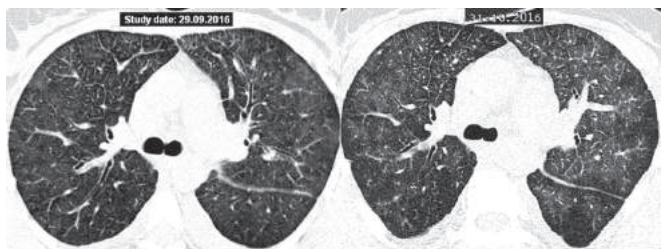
КТ ОГП больной Н., 42 лет, слева — первичное исследование, справа — в период резкого ухудшения состояния: увеличение поперечного размера сердца.
